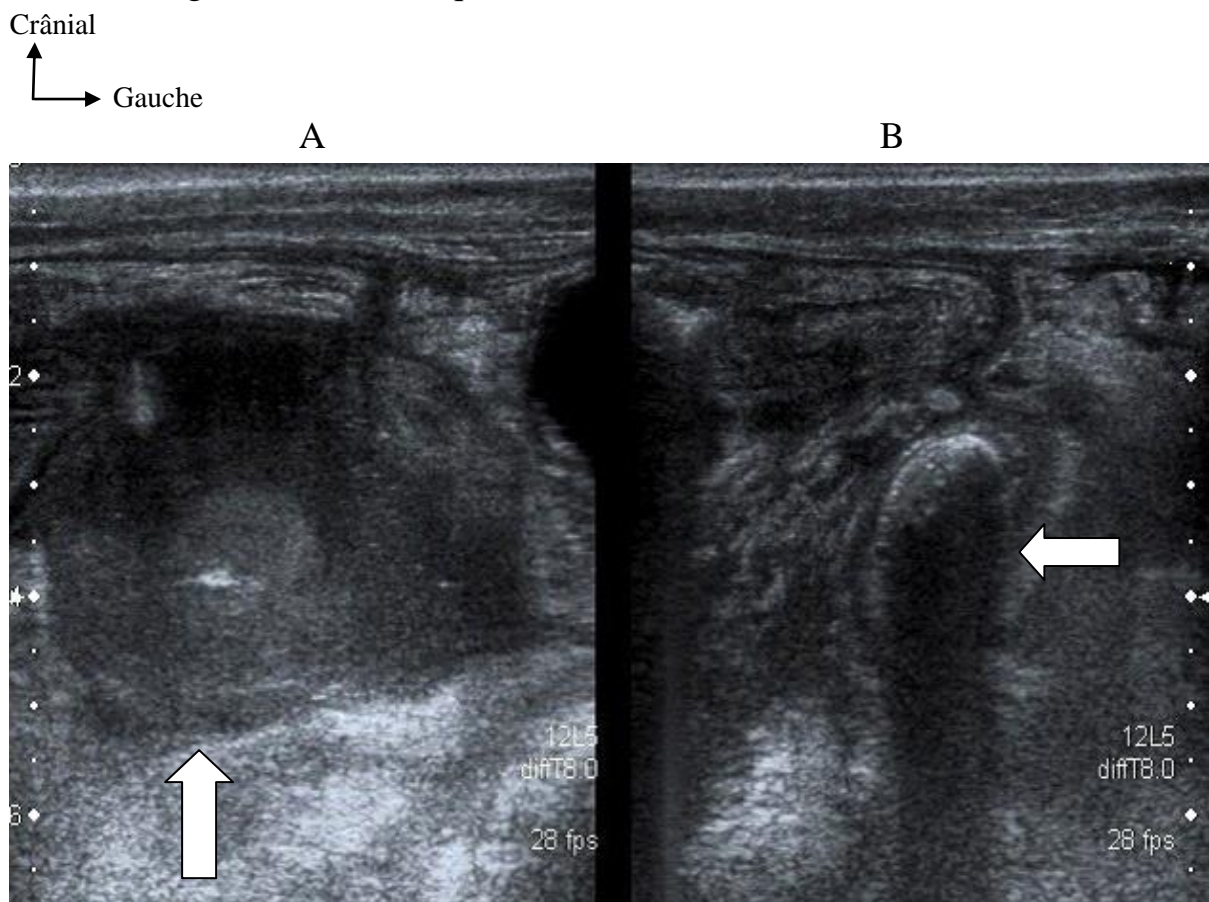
Images échographiques d'un abcès appendiculaire et d'un stercolithe endoluminal.
